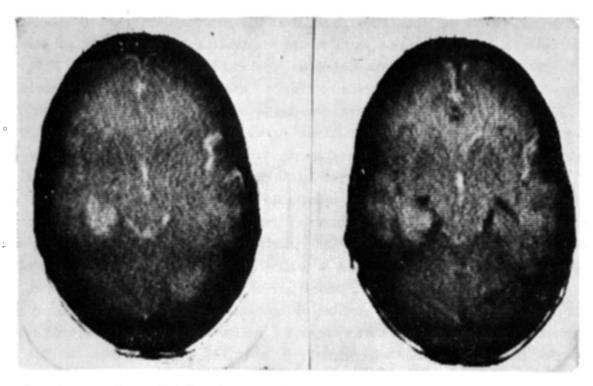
Caso J.A.S.: tomografia computadorizada evidenciando áreas de hipodensidade talâmica direita e occipital esquerda.
